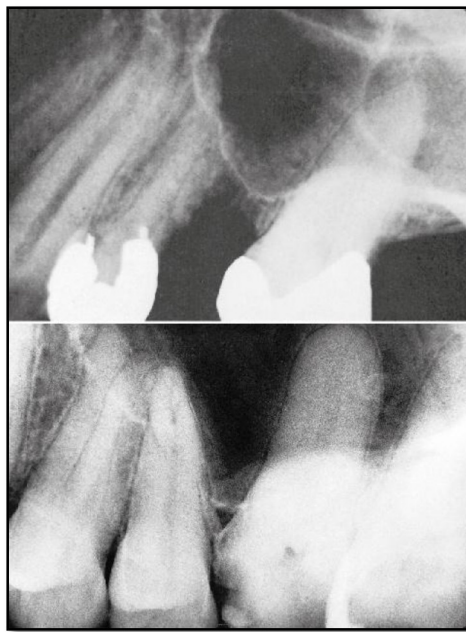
Radiografías periapicales que muestran la porción inferior de seno maxilar neumatizado. Las raíces molares parecen sobresalir en el interior del seno porque este se ha neumatizado alrededor de ellas.<sup>15</sup>
